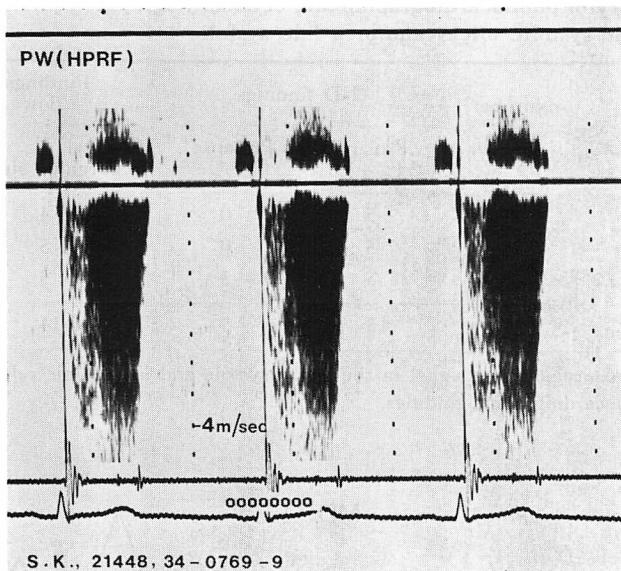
High pulse repetition frequency Doppler recording of the same patient as in Fig. 12.
